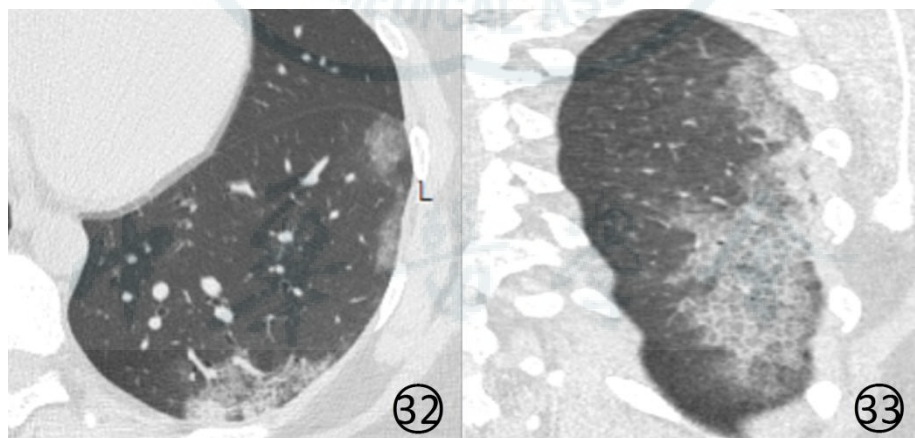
33 女, 34 岁。患者母亲确诊为新型冠状病毒感染的肺炎。本例新型冠状病毒核酸检测前 2 次阴性, 第 3 次阳性。CT 平扫初次检查, 肺窗 (图 32, 33) 显示左肺大片状磨玻璃阴影, 其内伴有细网状影, 呈“铺路石征”, 内可见增粗的血管影
